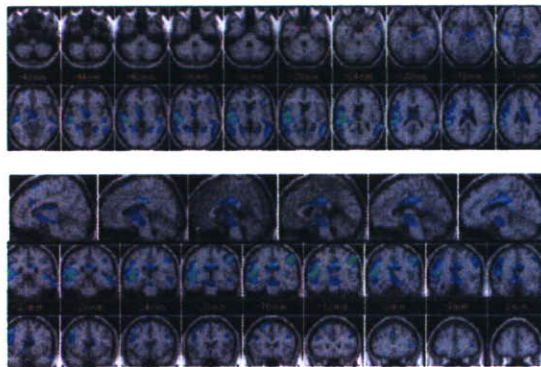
80 代女性、パーキンソニズム。詳細不明であるが、両側 basal forebrain 近傍に対象性の FLAIR での低信号病巣を認め、陳旧性のダメージを示している。病因と断定するのは難しいが、病態との関連を考慮する必要がある。横断画像では描出されてはいるが、局在の判断はやや難しく、冠状断画像を付加することが有用であった例でもある。
